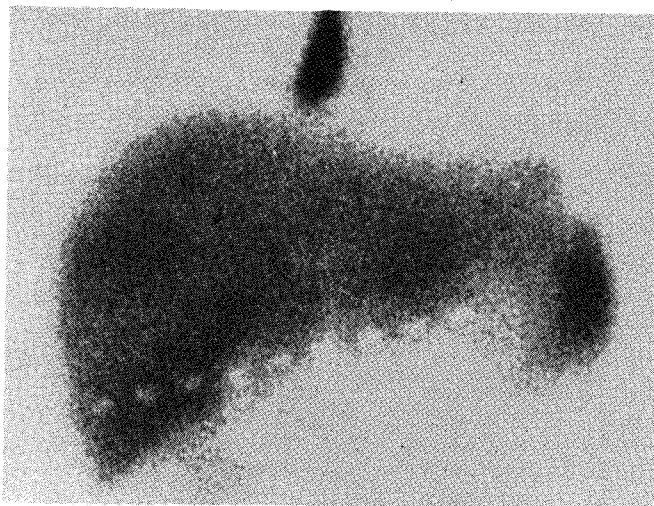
Hepatoscintigram shows moderate hepatosplenomegaly with uneven uptake pattern in the liver and increased splenic uptake.
